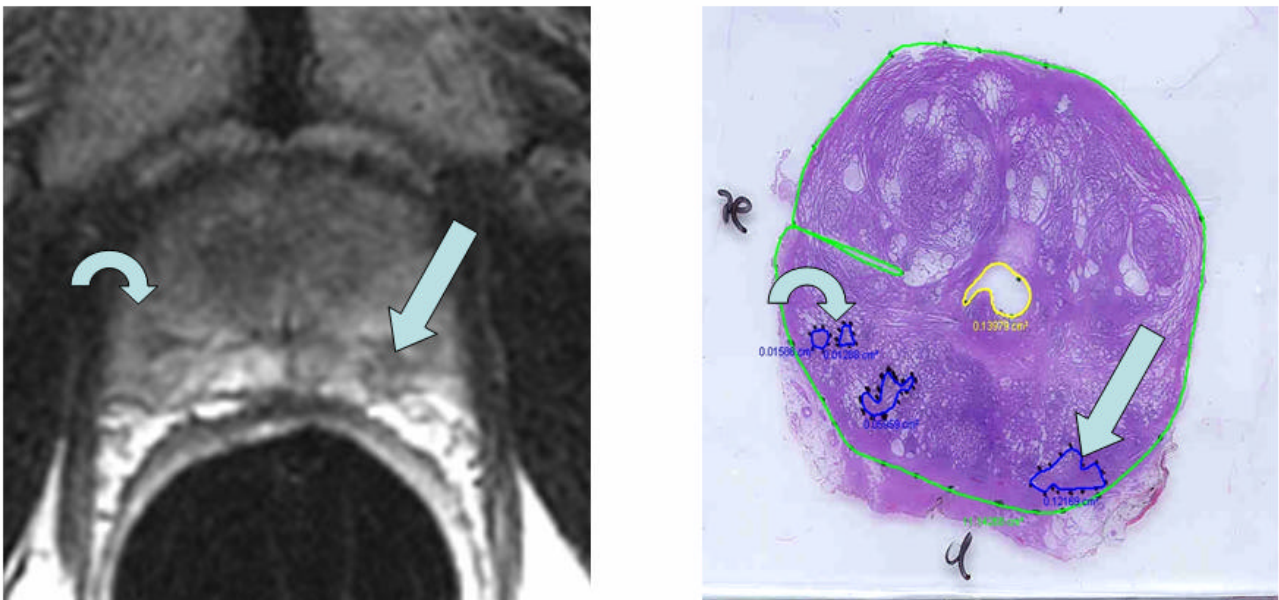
Korrelation von MRT und Großflächenschnitt bei einem Patienten mit PCA der peripheren Zone beidseits. Übereinstimmend sind in der Mitteldrüse ein größerer Tumorherd (gerader Pfeil) in der linken PZ sowie kleinere Foci (gebogener Pfeil) in der rechten PZ zu erkennen.
